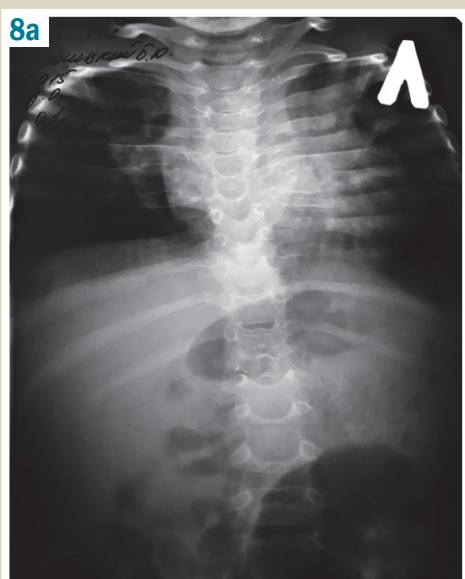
Рентгенологічне обстеження через 9 місяців лікування:
